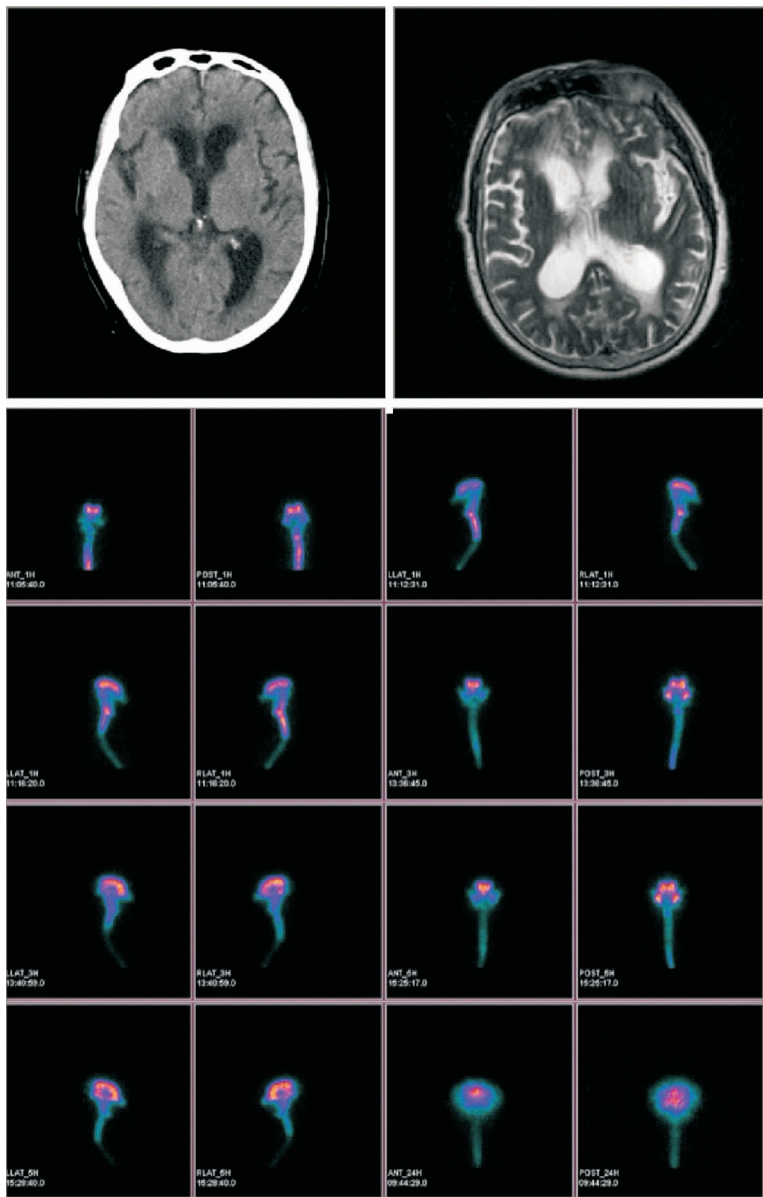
放射性核素脑池造影阳性结果:CT 及 MRI 影像学可疑的正常颅压性脑积水患者, Tap 试验阳性, 进一步经腰大池注射放射性核素脑池造影最终证实核素在 3 小时后返流入双侧脑室中显影, 并于 24 小时后扫描仍在脑室内滞留显像, 证实脑脊液存在吸收功能障碍。
